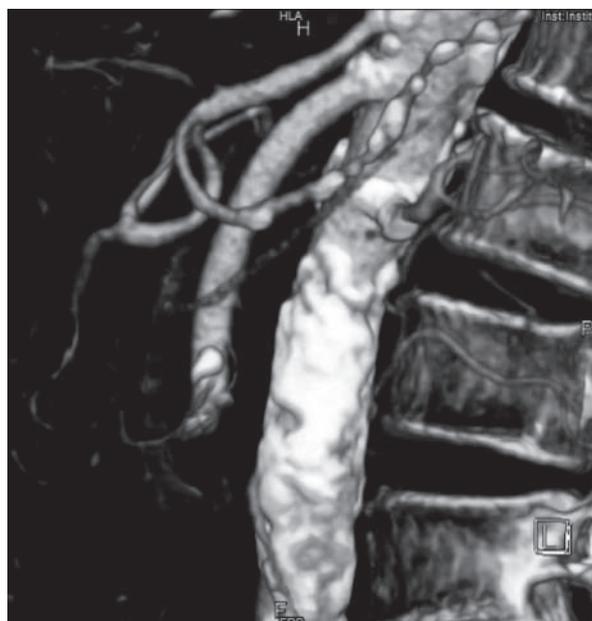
99-jähriger Patient mit akutem Abdomen, klinischer „Totenstille“ und Präschock. CT (3 D Gefäßrekonstruktion in Seitansicht): Thrombembolie der A. mesenterica sup., Gefäßabbruch 6 cm distal des Abganges aus der Aorta abdominalis.
